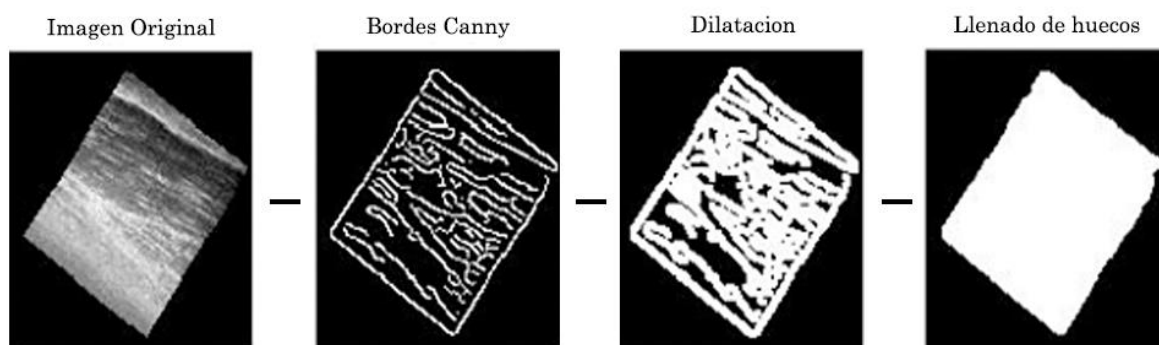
Pasos para la segmentación de tejido en volúmenes de ultrasonido.
